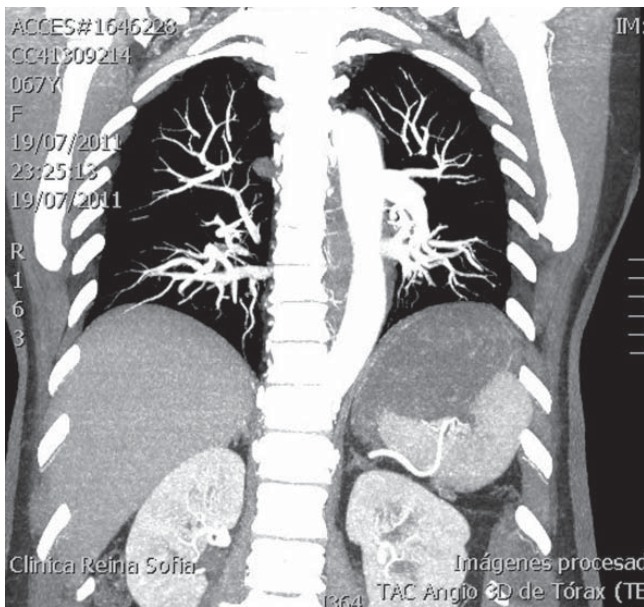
TAC de tórax: corte coronal. Desviación lateral de la aorta por hematoma esofágico.
